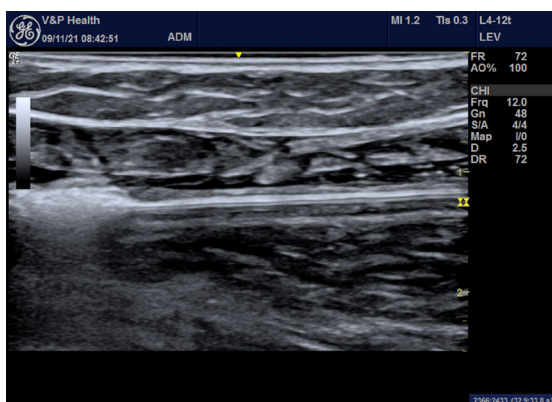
Imagem de eco-Doppler colorido em modo B demonstrando o início da termoablação da veia safena magna.
